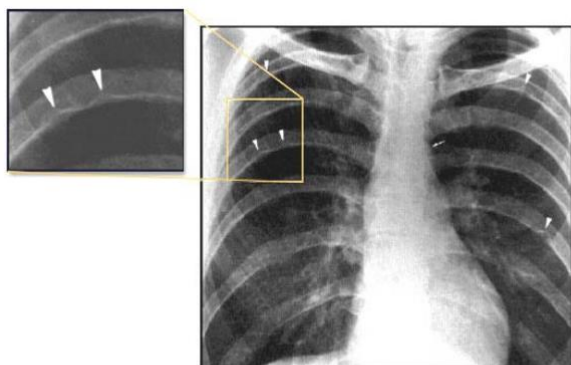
Деформація країв ребер (узури) на рентгенограмме органів грудної клітки
